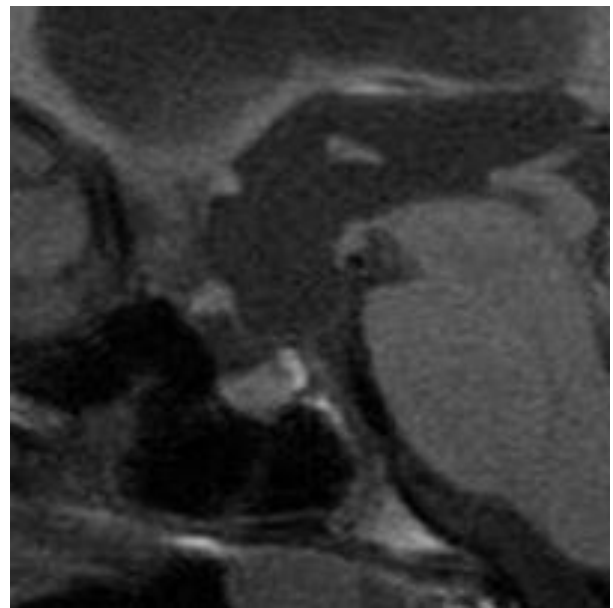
d IRM. Coupe sagittale.
